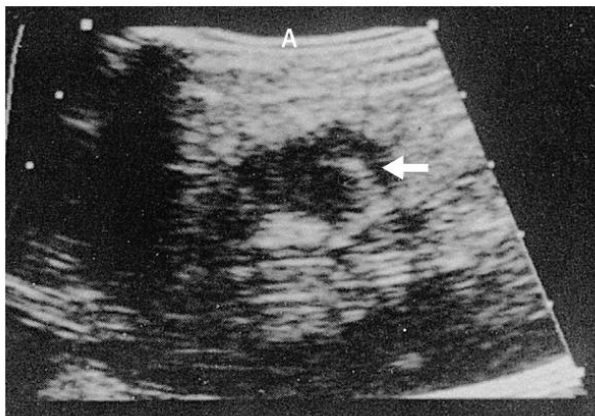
УЗИ, демонстрирующее наличие жидкости вокруг катетера в стенке живота
